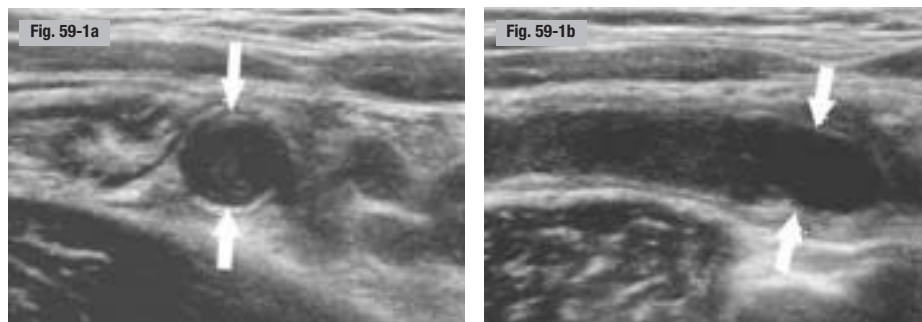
Appendicite aiguë. Échographie. a) Coupe axiale. b) Coupe longitudinale. Distension de la lumière appendiculaire par un contenu liquidien hétérogène. Épaississement pariétal avec perte de la stratification des 25 mm distaux de l'appendice.
